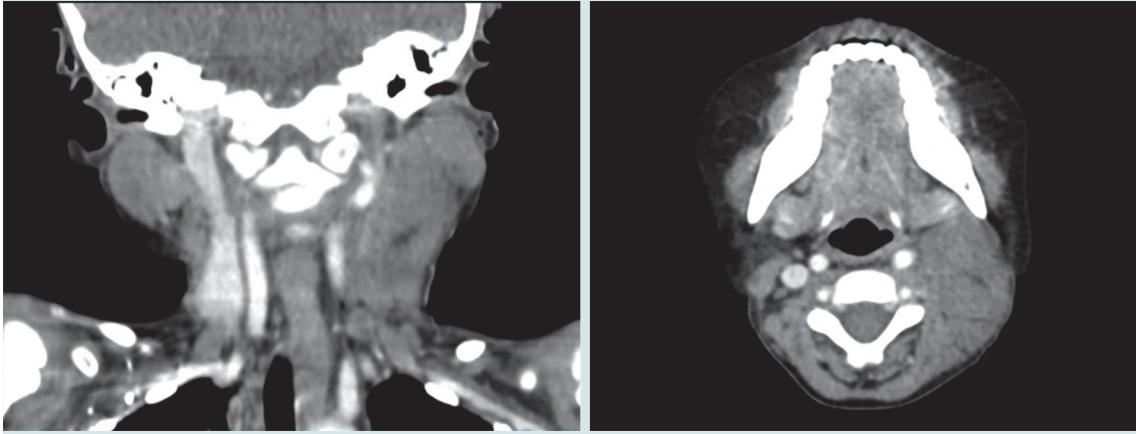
Tomografía axial computada de cuello: conglomerado ganglionar en el hemicuello izquierdo.
